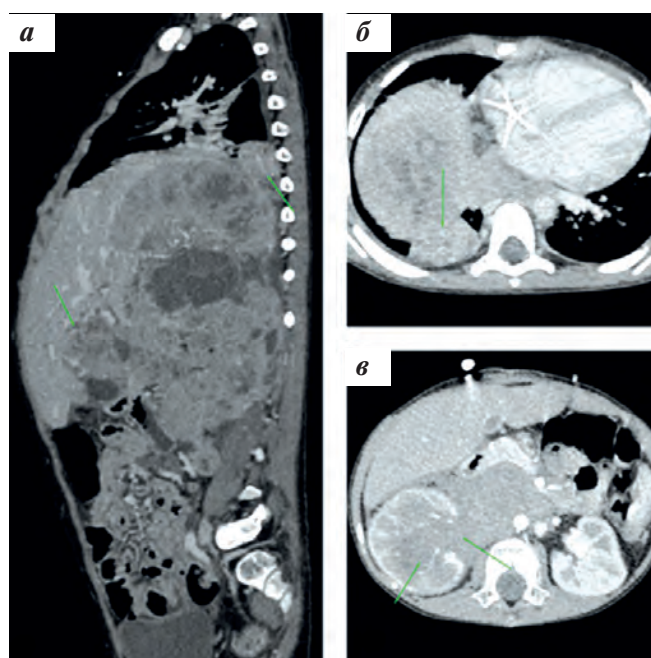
МСКТ с контрастным болюсным усилением (собственные данные). Пациент с абдоминальными факторами риска – инфильтрацией прилежащих органов: а – сагиттальная проекция, инфильтрация диафрагмы, печени; б – аксиальная проекция, инфильтрация диафрагмы; в – аксиальная проекция, инфильтрация почки, ворот с вовлечением почечного синуса
